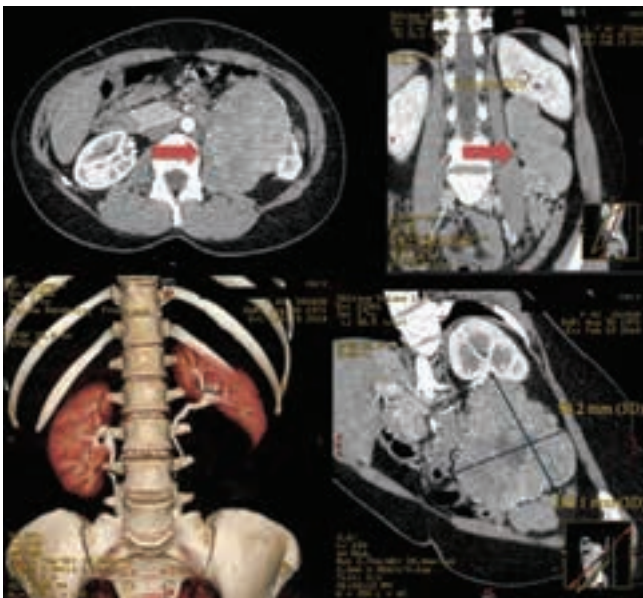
МСКТ, демонстрирующая наличие крупной опухоли забрюшинного пространства
